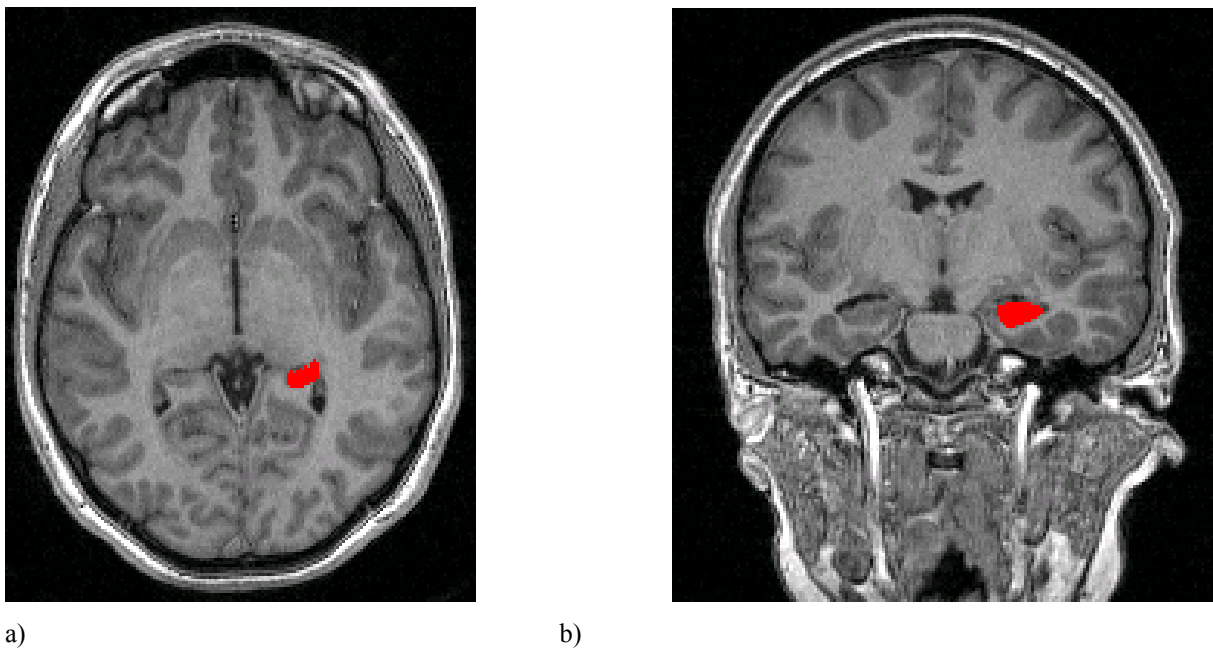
MRT-Aufnahmen mit markierter ROI; a) transversale Ansicht; b) koronare Ansicht.
